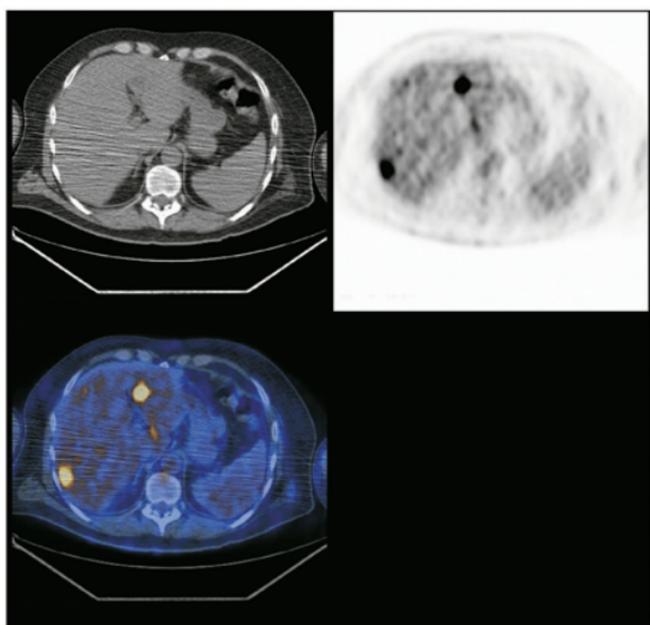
Due metastasi epatiche con TC normale
